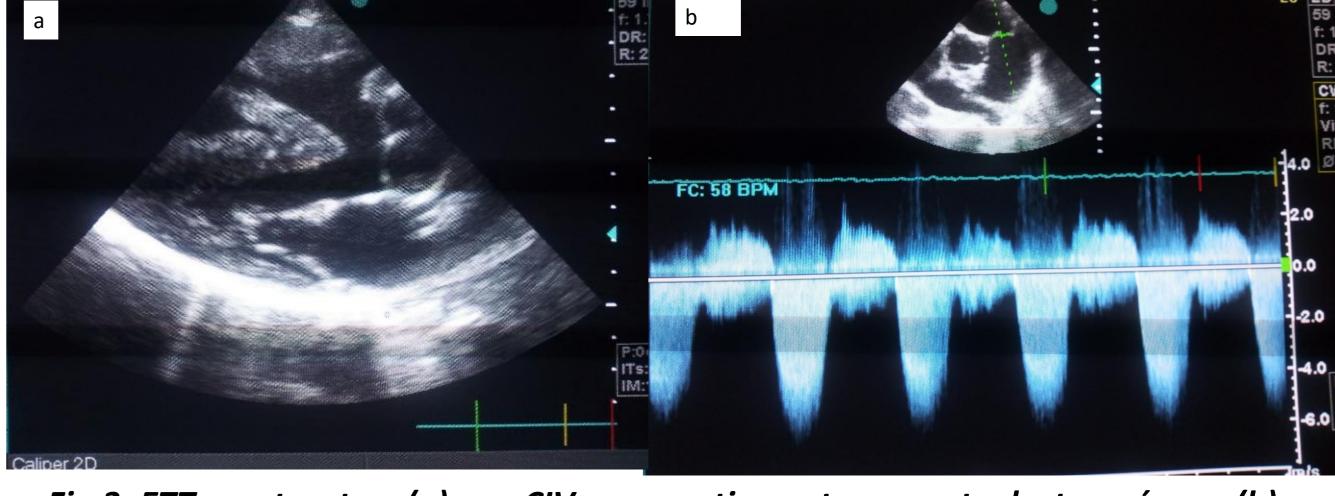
ETT montrant en (a) une CIV sous aortique et une aorte dextropsée, en (b) une image doppler continu sur la voie pulmonaire avec Vmax à 5,76m/s et une fuite
